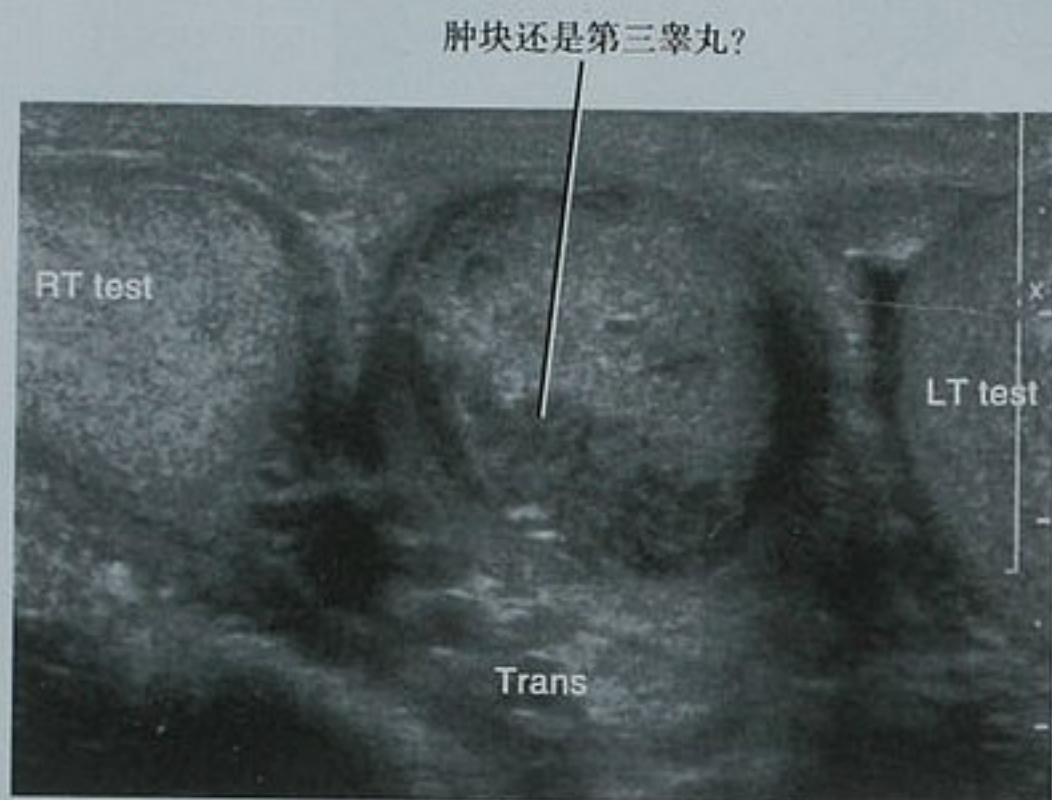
睾丸旁实质性肿块。中线横断位超声图像显示两侧睾丸间存在一个不均匀实质性软组织肿块。该肿块经手术切除并被证实为睾丸旁表皮包涵囊肿。LT test:左侧睾丸;RT test:右侧睾丸
